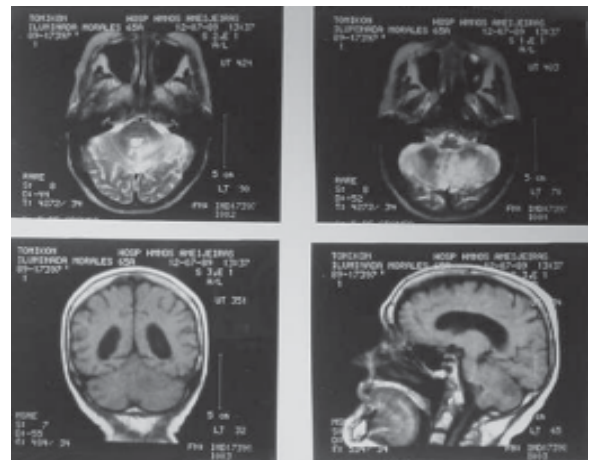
Resonancia magnética nuclear de cráneo con cortes en T1 y T2 que muestra una lesión tumoral cerebelosa izquierda. Note que al variar las técnicas de imágenes, varían las características del tumor. ID tumor del hemisferio cerebeloso izquierdo.
